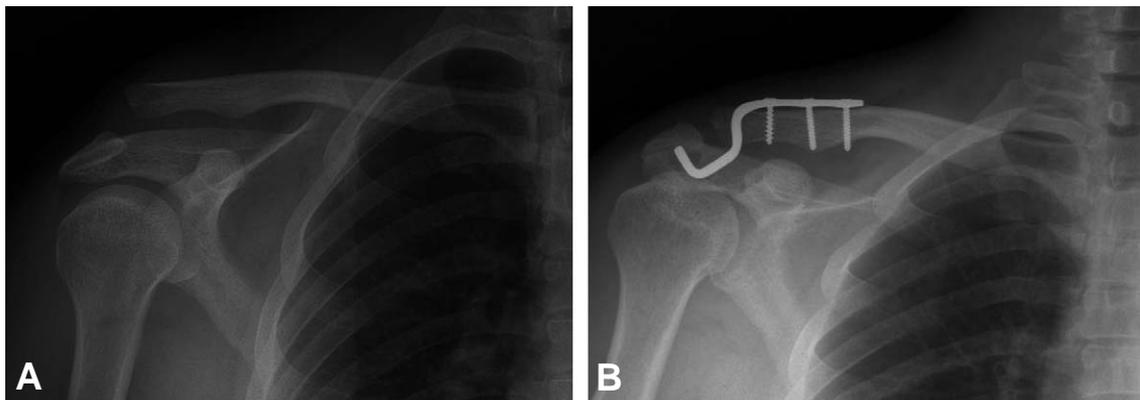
(A) A 41-year-old male patient had a type III acromioclavicular dislocation. (B) Postoperative radiograph demonstrates ideal reduction and correct position of the Wolter plate.
